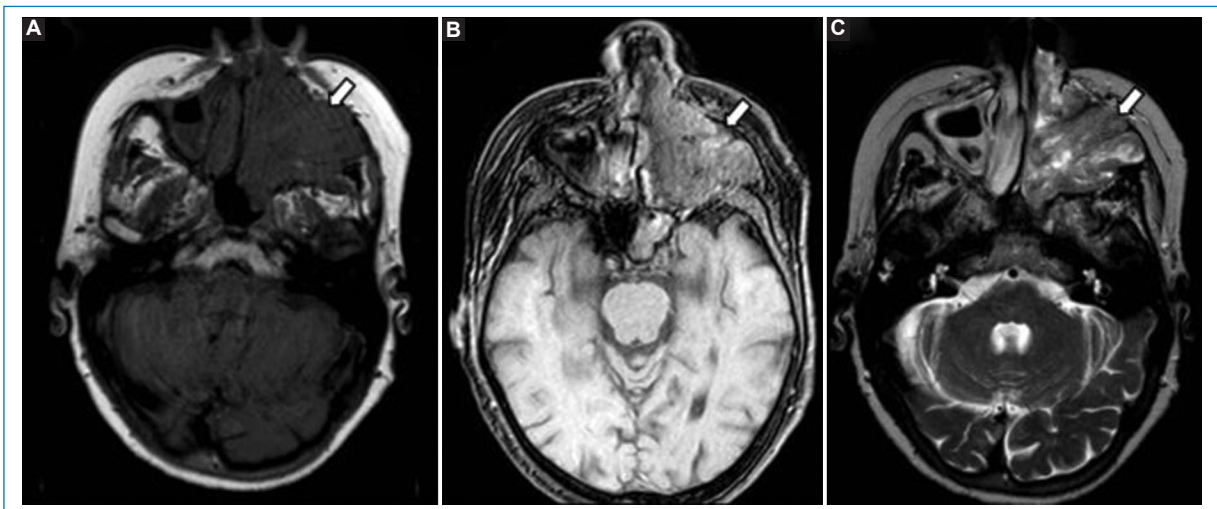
RM de macizo craneofacial en corte axial ponderada en T1 (A), T1 con contraste (B) y T2 (C). Voluminosa imagen con señal de partes blandas (flechas en A y B) con realce de aspecto cerebriforme (flecha en B).
